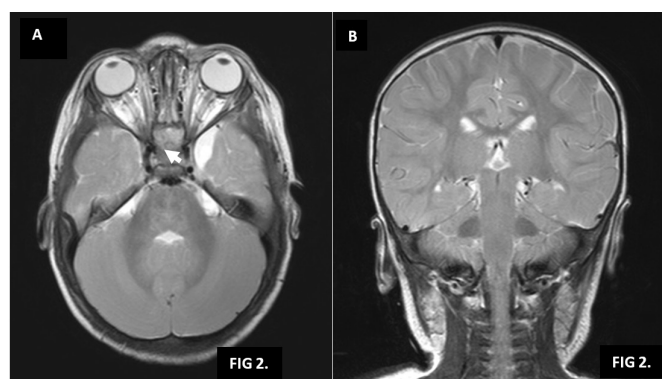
Telangiectasia capilar. Resonancia magnética ponderada en T2: no se observan signos de patología. A) Corte axial: atrofia cortical ténporopolar medial izquierda. B) Corte coronal.
